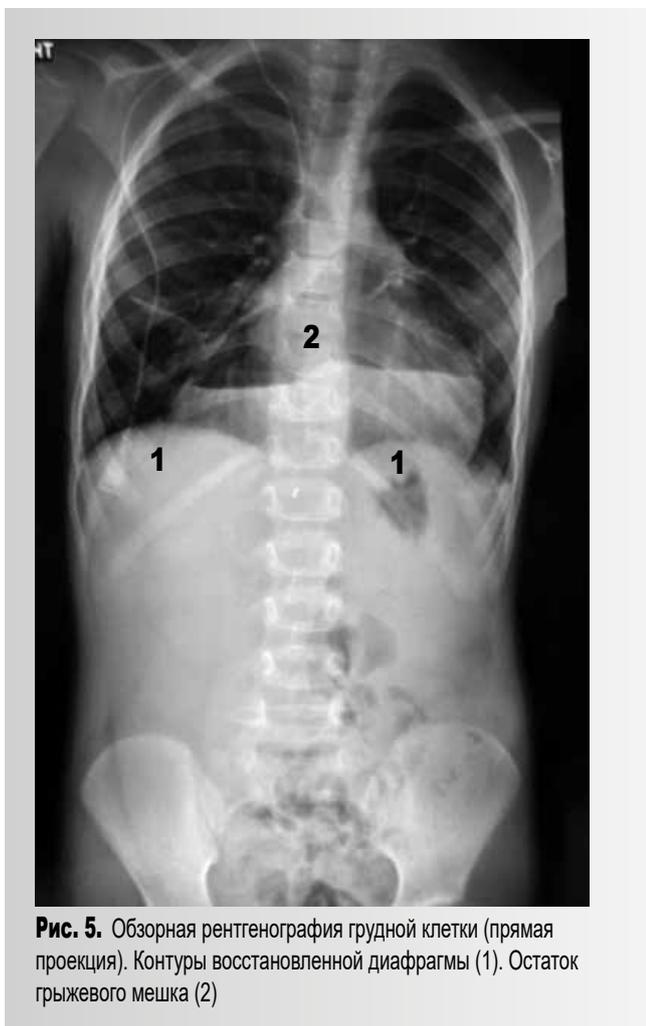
Обзорная рентгенография грудной клетки (прямая проекция). Контуры восстановленной диафрагмы (1). Остаток грыжевого мешка (2)
